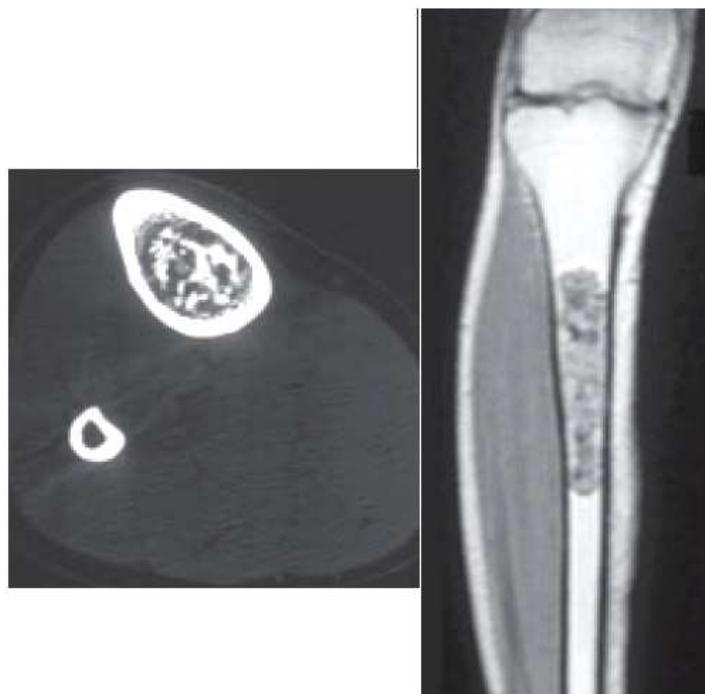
Coupe TDM axiale passant par la région médio-jambière montrant des calcifications punctiformes d'un chondrome tibial, avec à l'IRM un aspect hypointense des calcifications ayant un aspect nodulaire sans érosion endostale
